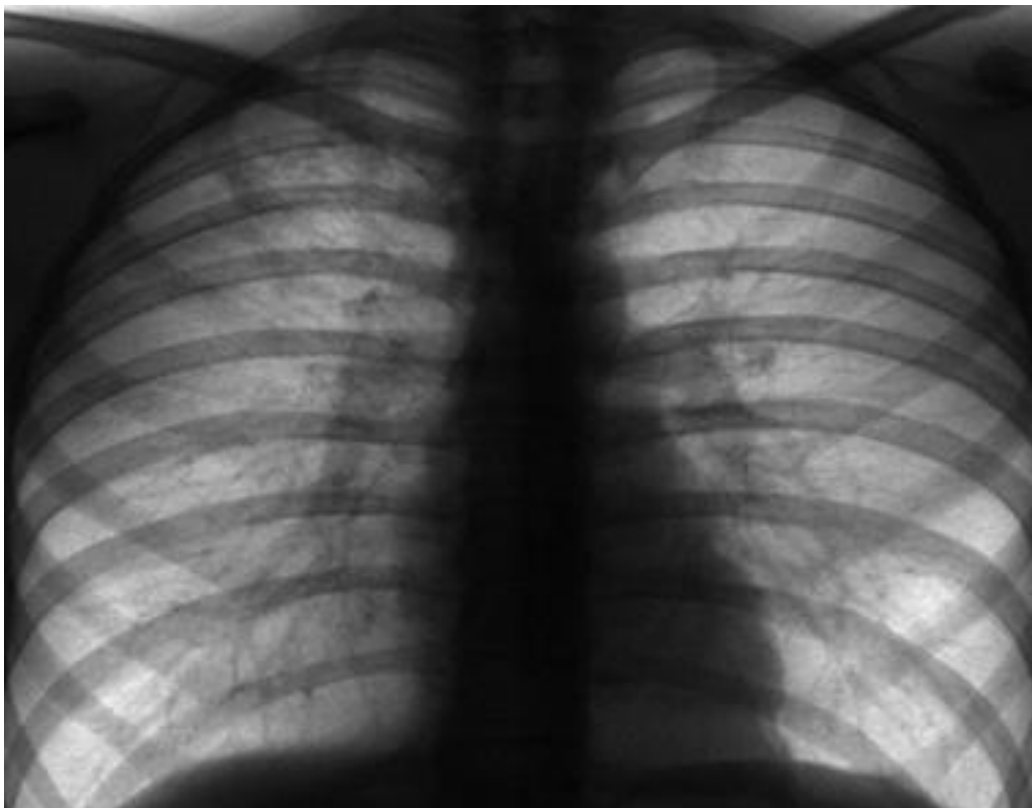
Рентгеновське зображення грудної порожнини
